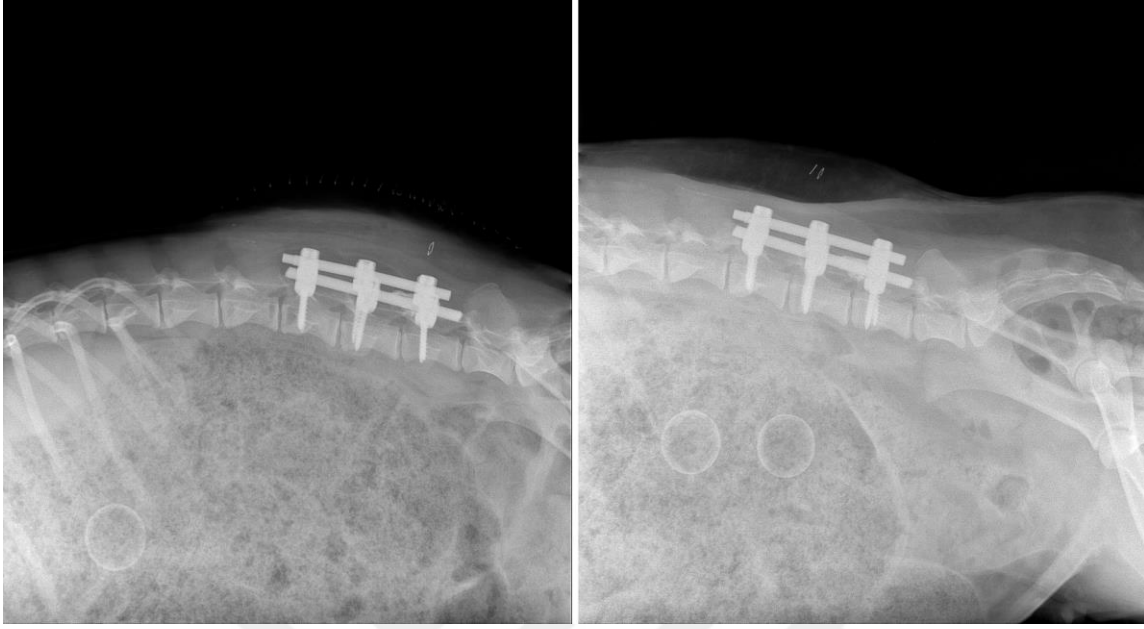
3. koyunun ameliyat sonrası ve 6 ay sonrasındaki röntgen sonuçları
